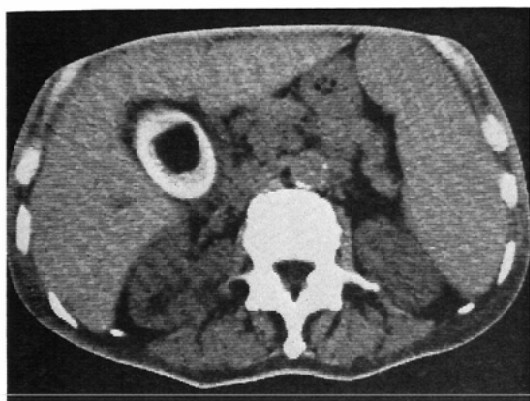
Case 5. Abdominal CT. A gallstone with peripheral calcification contains internal gas density.
